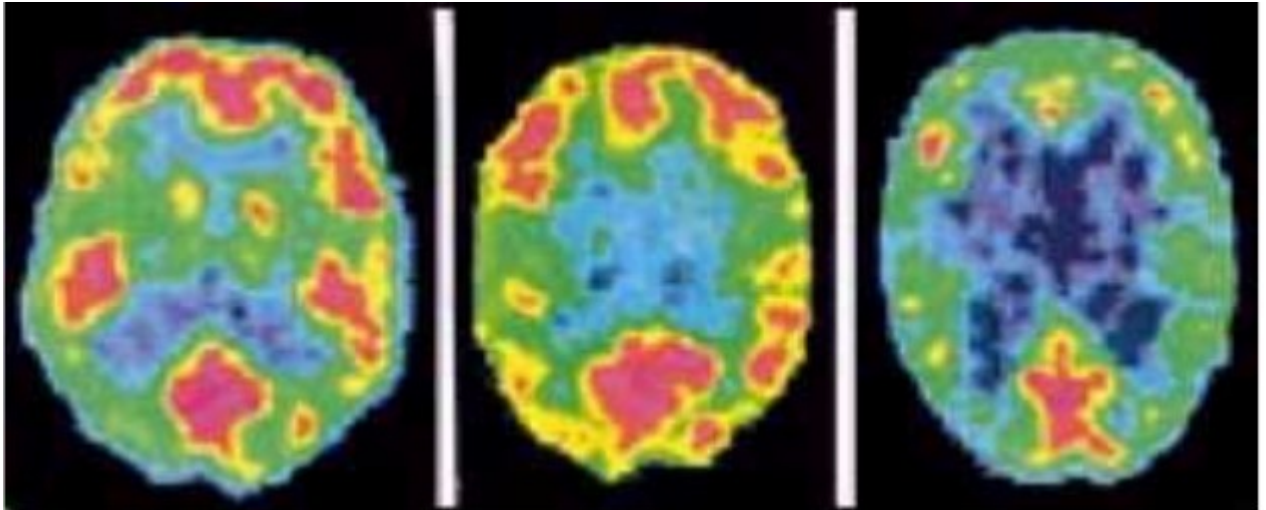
Tomografia PET de indivíduo não-psicopata, criminoso não-psicopata e criminoso psicopata, respectivamente.
